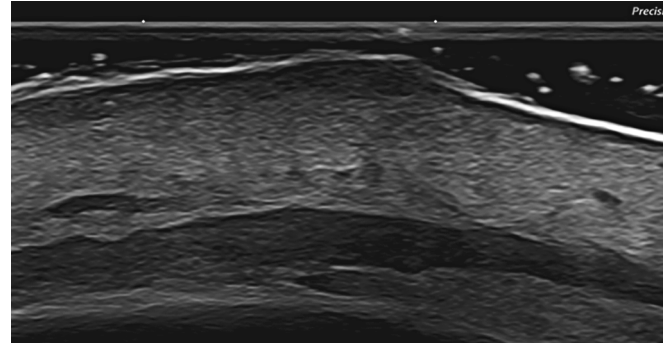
Пациентка А., УЗИ мягких тканей лба. Датчик 24 МГц
